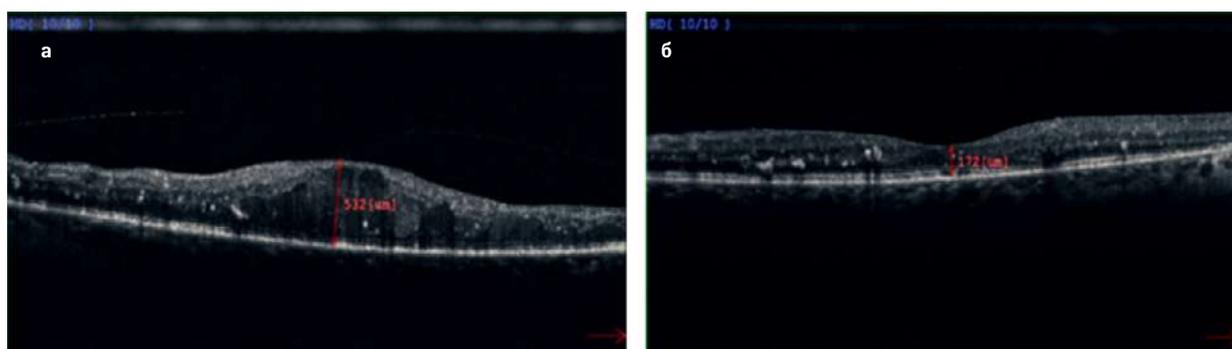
Томограмма центральной зоны сетчатки пациента З.: а – до лечения; б – через 6 месяцев после ИВВ имплантата с дексаметазоном
